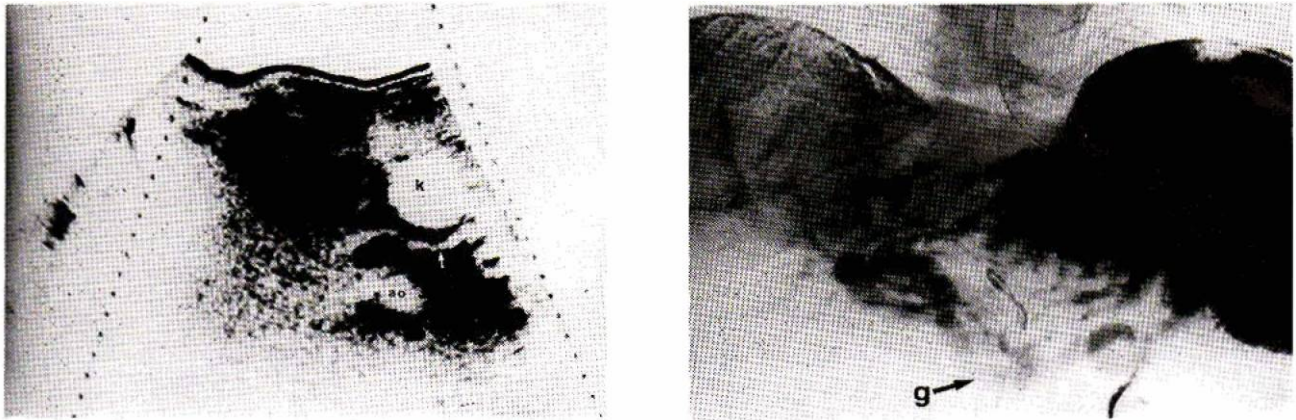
Coupe ultrasonore transversale basse : présence d'un vaisseau de situation et de trajet anormaux, en arrière d'un faux kyste corporel (K) correspondant vraisemblablement à la veine gastro-épiplique gauche dilatée (G). Cette veine est bien visualisée en angiographie (G), dérivant le sang veineux du fait d'une thrombose splénique.
